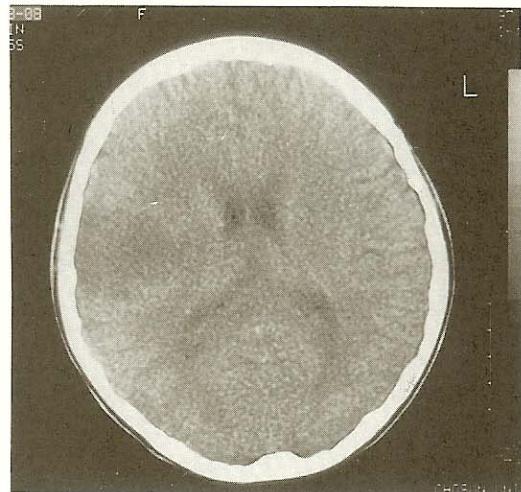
Brain CT noted in the ischemic area of right MCA territory at 24 hours after the onset of the left hemiparesis.
